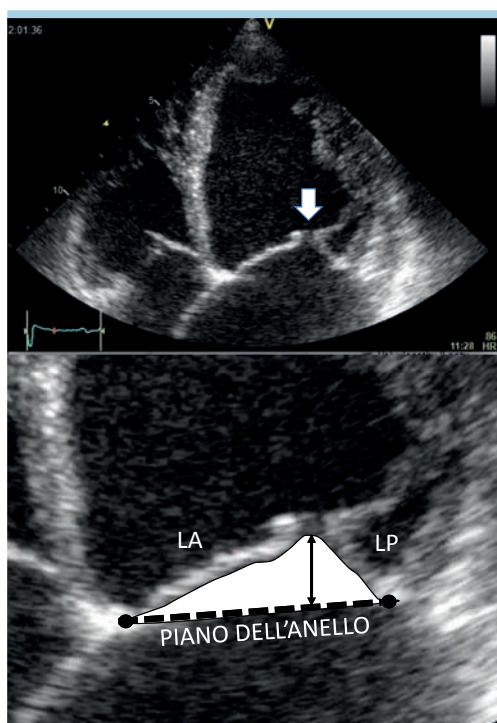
L'immagine in alto mostra una sezione ecocardiografica apicale 4-camere nella quale si riconosce l'incompleta chiusura della valvola mitrale in telesistole (freccia) con il caratteristico aspetto "a tenda" o "tenting". L'immagine in basso è un ingrandimento della valvola mitrale in cui l'area di tenting, compresa fra i lembi e il piano dell'anello mitralico (tratteggiato in nero), è indicata in bianco. La freccia indica la profondità del tenting.
